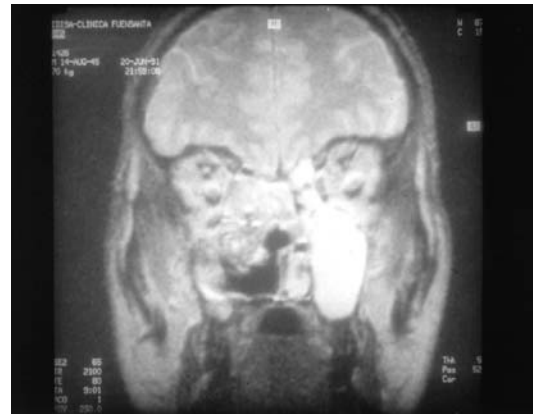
Imagen de RM en plano coronal, que muestra un carcinoma etmoidomaxilar derecho y una imagen de retención de secreciones en el seno maxilar contralateral.
